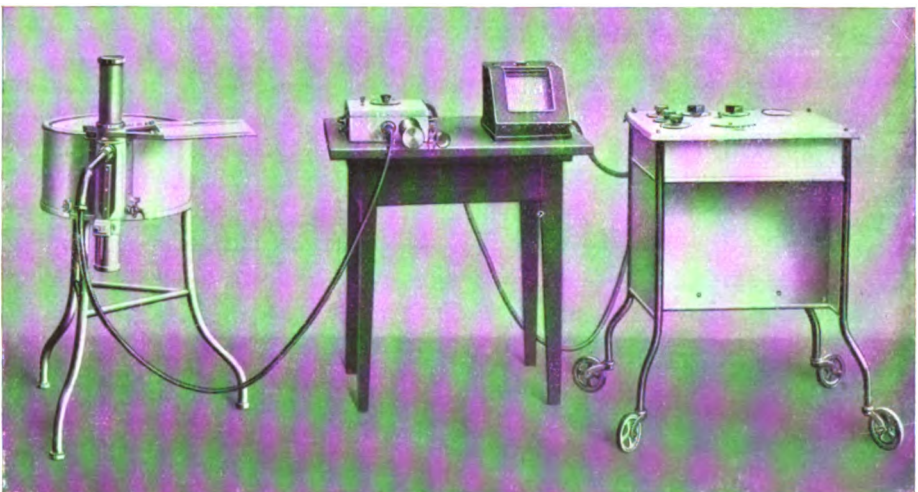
Außenansicht des Siemens-Röntgen-Dosismessers.
